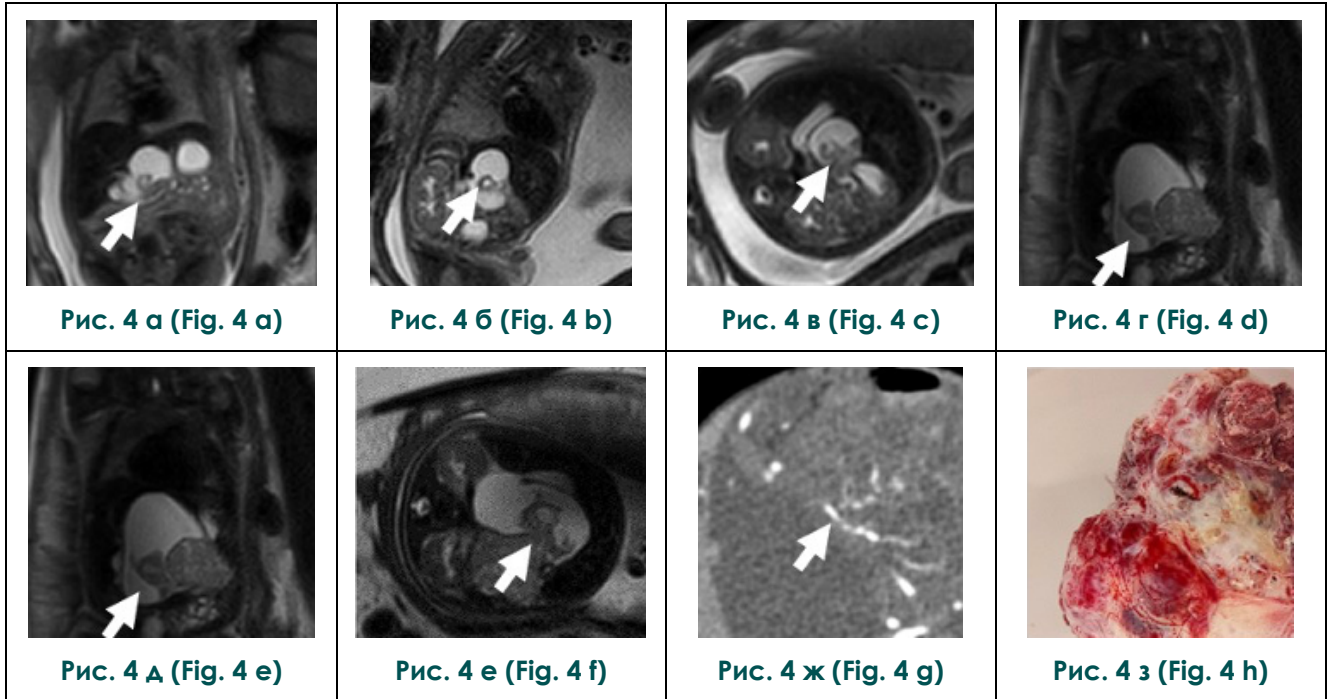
а, б, в – МРТ плода на 27 неделе гестации (НГ); г, д, е – МРТ плода на 34 неделе гестации (НГ). ж – МСКТ новорожденного. з – Фотография удаленной опухоли.
